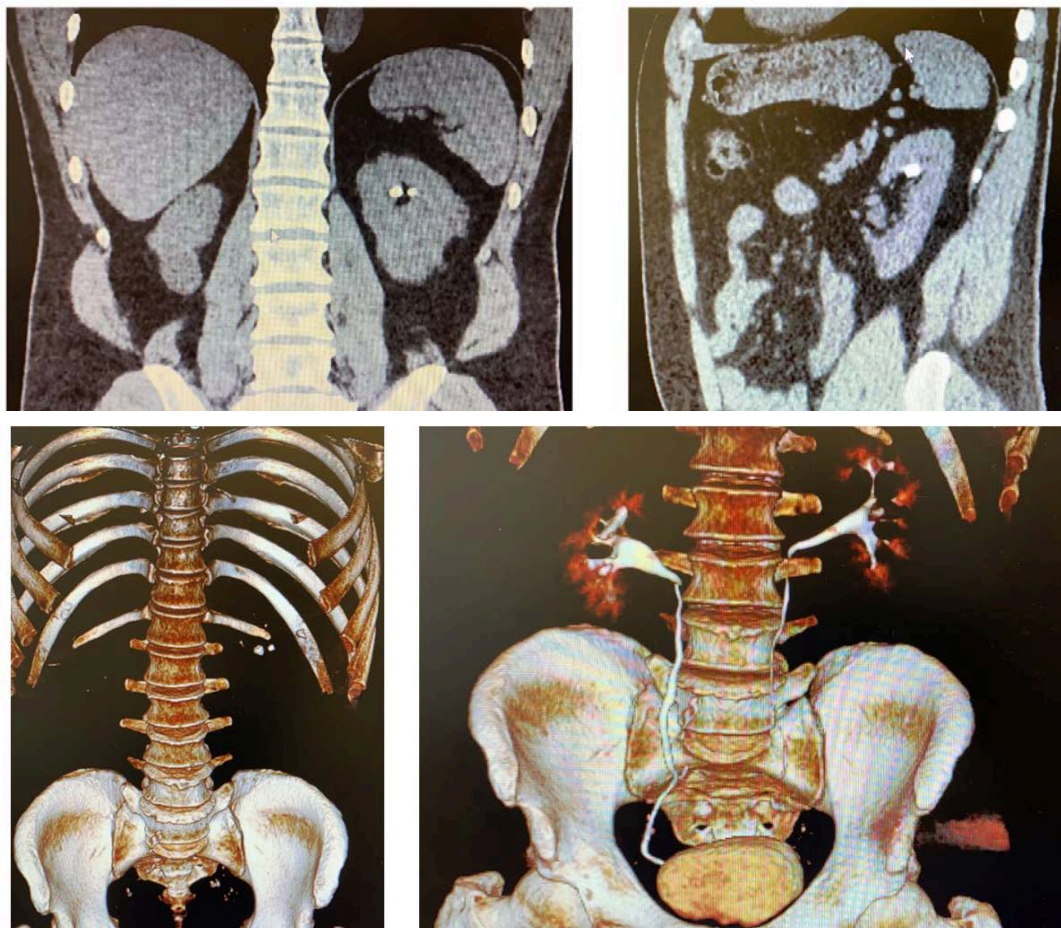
МСКТ органов брюшной полости с в/в контрастированием. Конкременты верхней чашечки левой почки
